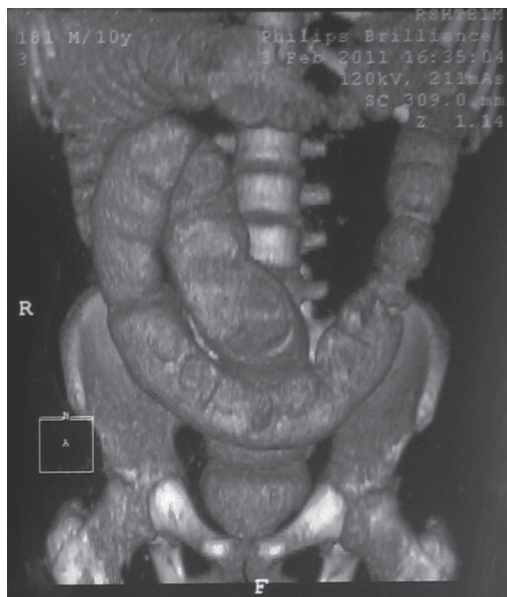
Колонография с контрастированием (мультиспиральная компьютерная томограмма). 3D-реконструкция. Долихосигма.
